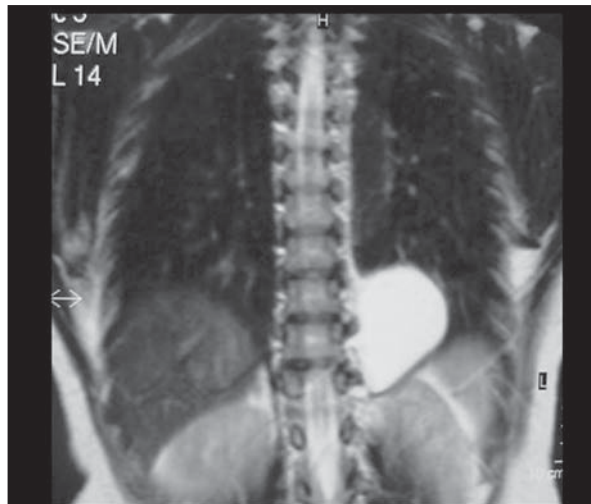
Paciente do sexo feminino, 44 anos de idade. Imagem de RM ponderada em T2 coronal mostra lesão na região mediastinal posterior com intenso hipersinal, indicando natureza cística da lesão. Resultado histopatológico de cisto de duplicação esofágico.
